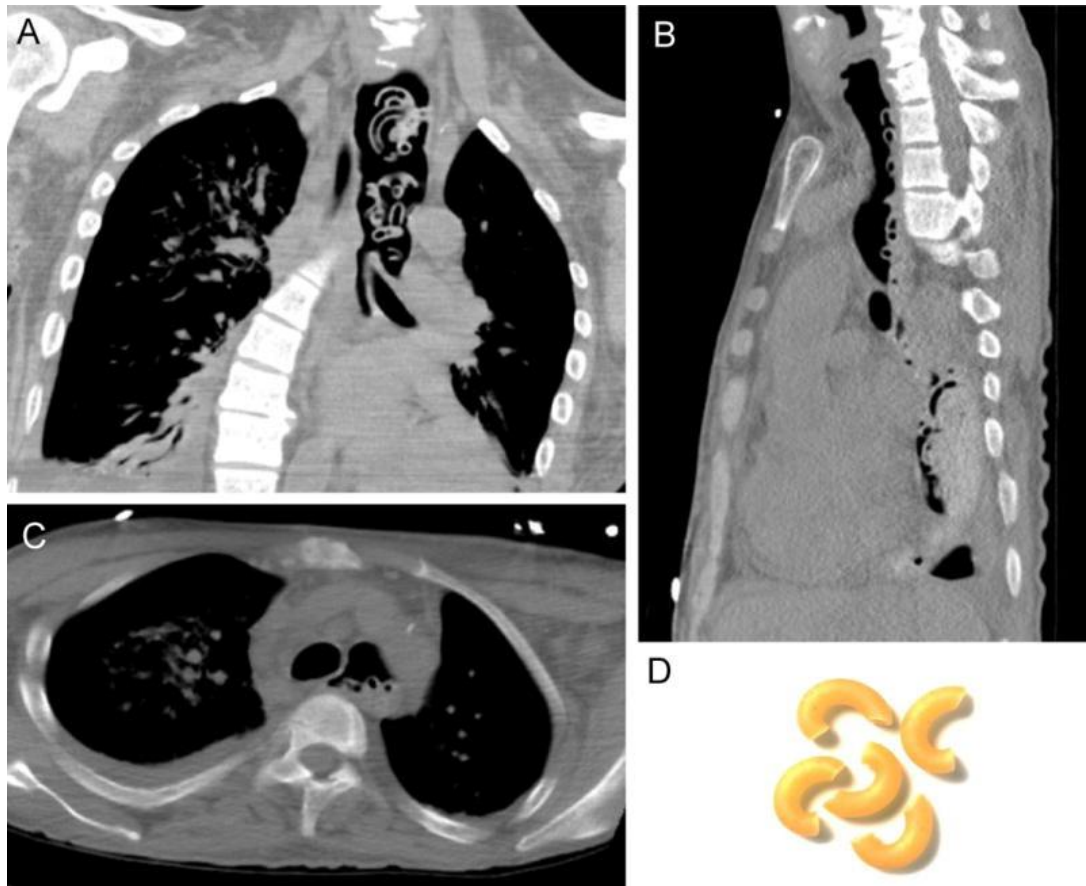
TC de tórax que muestra esófago con múltiples macarrones no masticados, se extienden desde el esófago proximal hasta el lumen gástrico y opacidades relacionadas con neumonía por aspiración, principalmente en el pulmón derecho, (A: sección transversal, B: coronal, C: sagital), D: Macarrones en forma de codo con una longitud de 2.5 cm cada uno.³⁰
